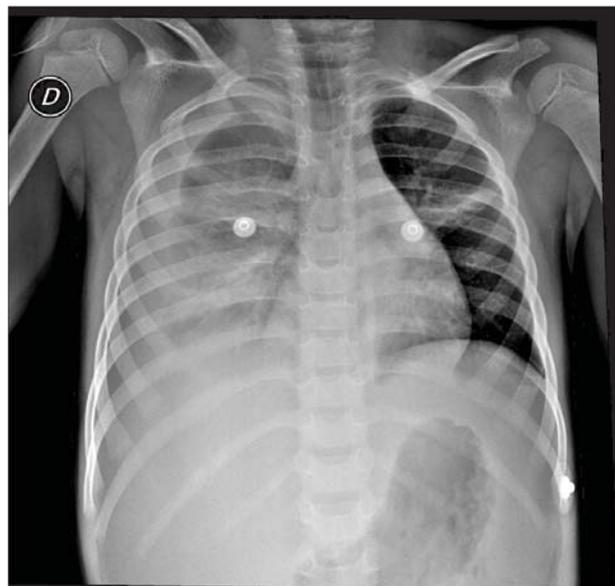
Radiografía de tórax donde se aprecia derrame pleural en hemitorax derecho
